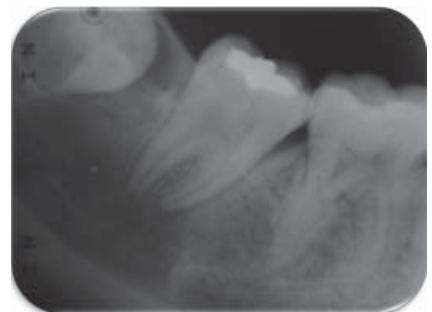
Radiografía Periapical de la pieza 47 se evidencia extensión de la lesión.
